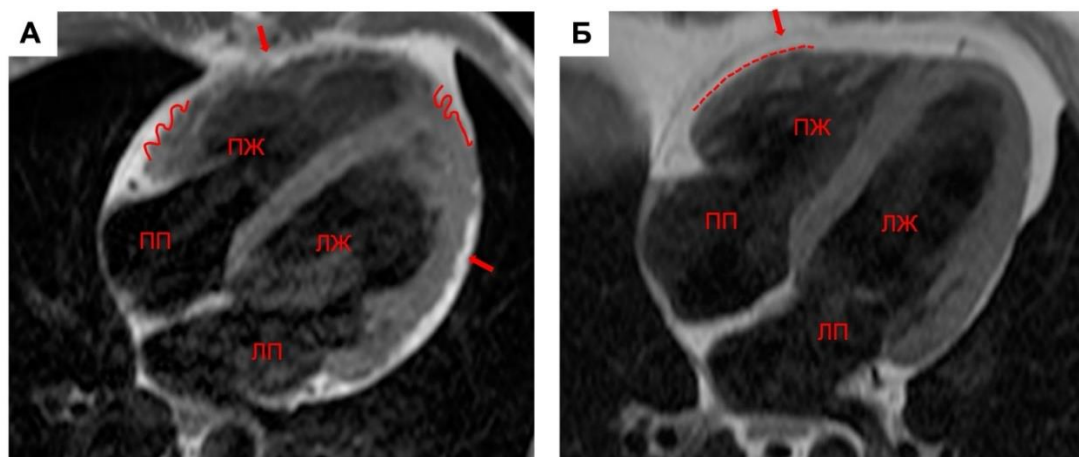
МРТ, TSE T1-ВИ без подавления жира, длинная ось ЛЖ, собственный материал: А – пациент А. 41год с АКМП, волнистой линией показан признак жировой инфильтрации миокарда - «пальцеобразные выступы» жировой ткани; Б – пациент Г. 43года без данных об АКМП, пунктирной линией показана четкая граница между эпикардом и миокардом ПЖ. Стрелками показано увеличение эпикардального жира.
